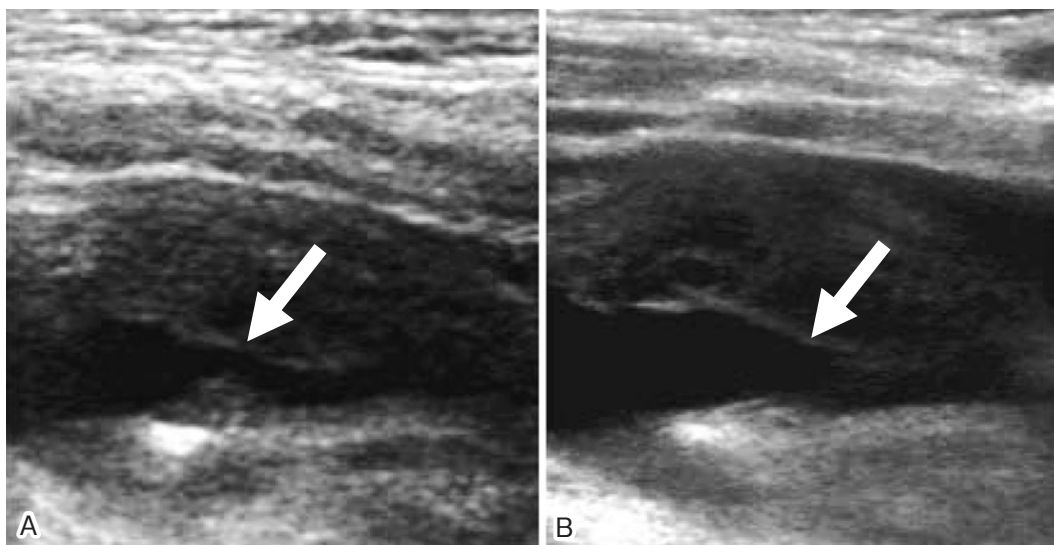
Ultrasonography of the right carotid bulb in longitudinal section on admission (A) and 2 weeks later (B).
